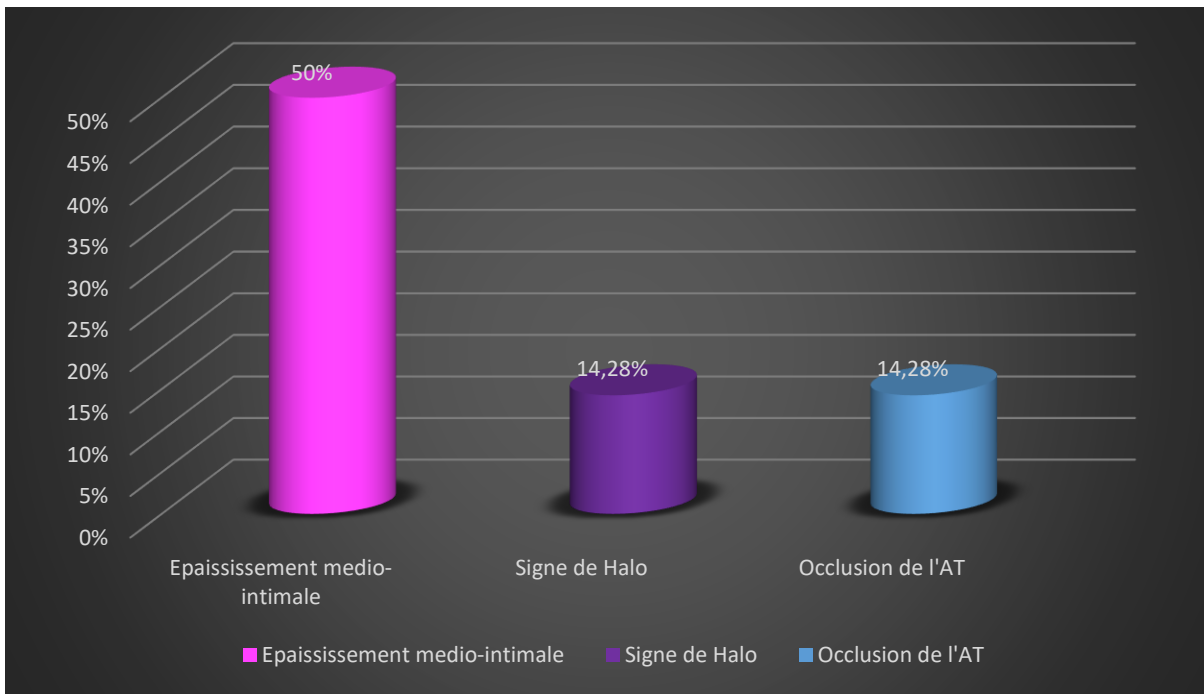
Répartition des patients selon la fréquence des signes caractéristiques de la MH retrouvés à l'échographie-doppler de l'artère temporale chez les patients de notre série.
